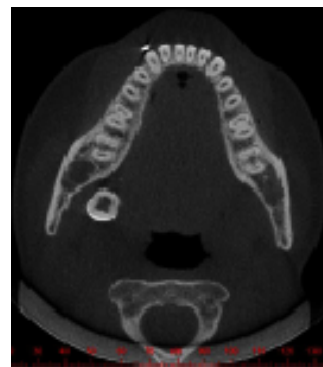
Tomografia computadorizada cone beam (corte axial). Nota-se que a unidade 48 foi deslocada para o lado lingual do seu local de origem.
